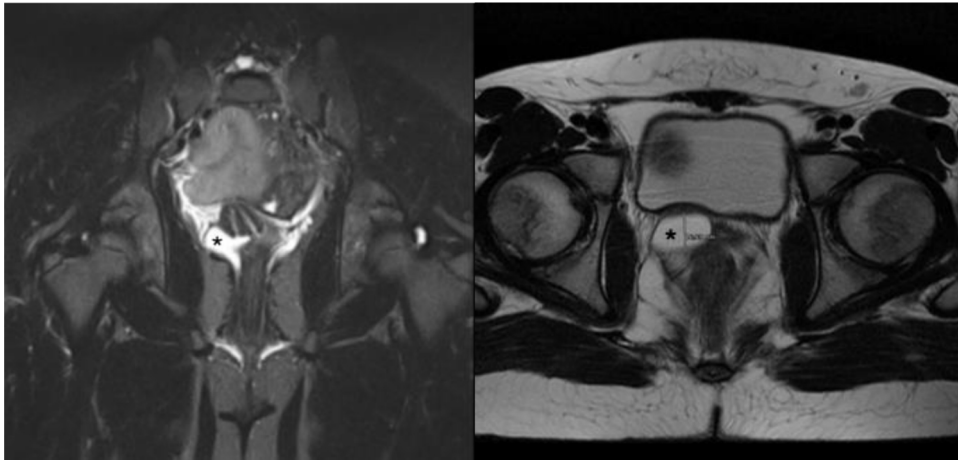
RMN: Colección mucosa (*) en hemivagina que oculta un cervix (corte coronal y transversal).
